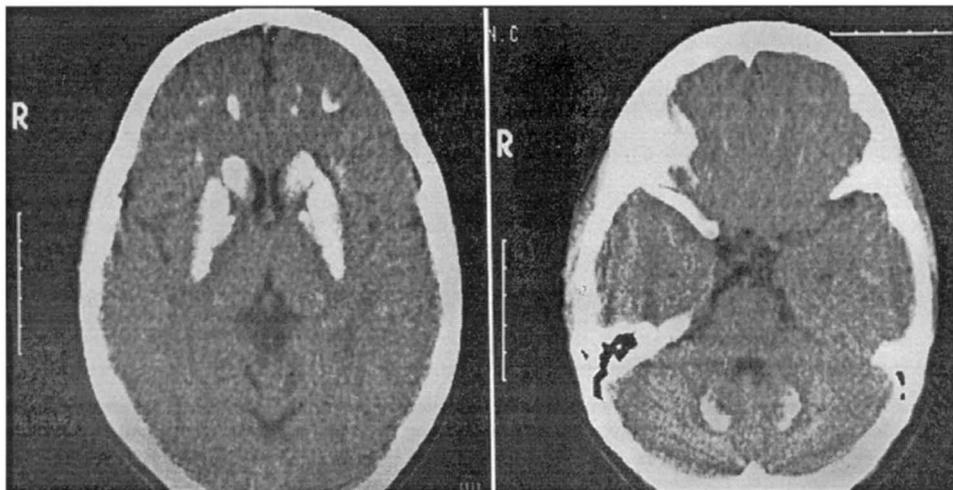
TC de crânio evidenciando calcificações encefálicas grosseiras e difusas.
